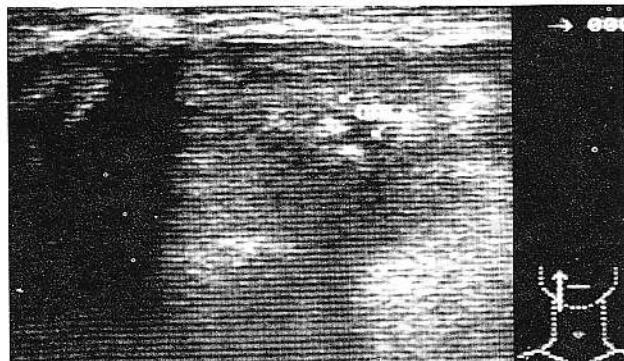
Aspect ecografic de submaxilită cronică pe fond de litiază salivară
